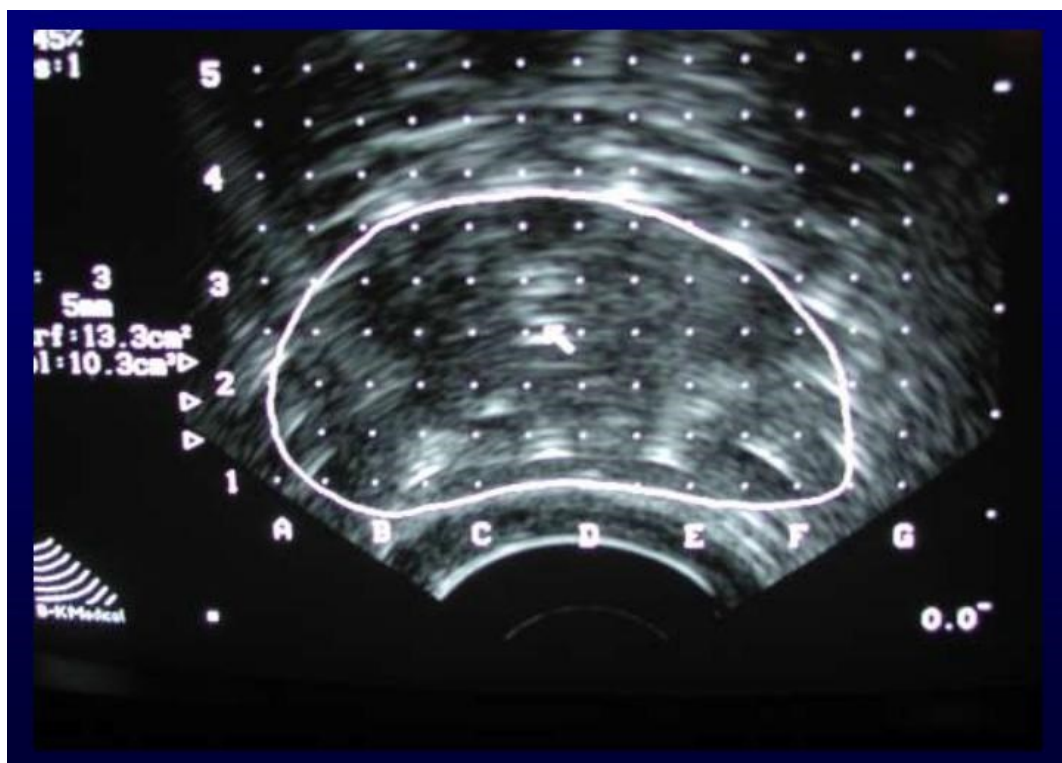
Coupe échographique de la prostate au cours de l'application
